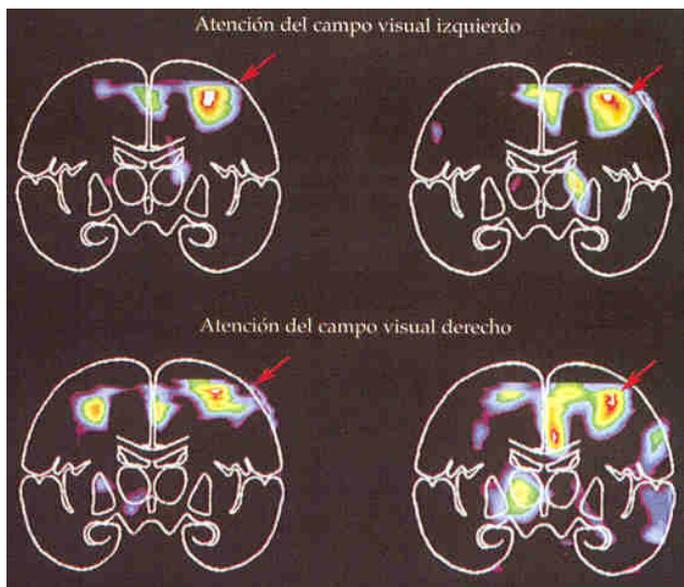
Imágenes de tomografías por emisión de positrones que muestran las áreas cerebrales más activas mientras se atiende (tomado de: Purves et al., 1999).
